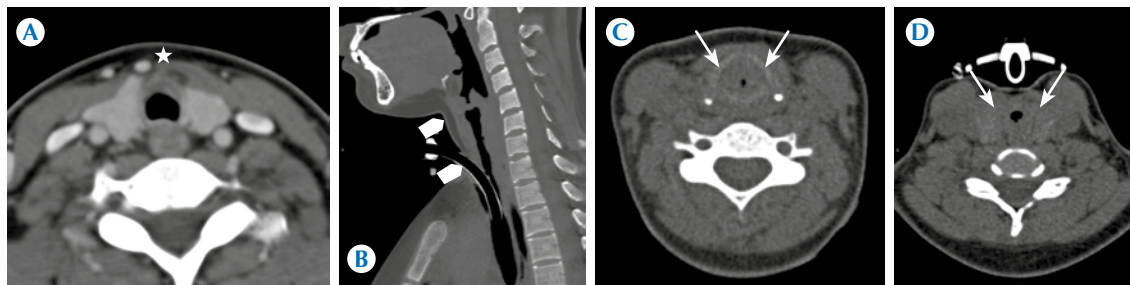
Granulomatosis con poliangiitis y afección de la laringe. A) Tomografía axial contrastada, proyección axial: engrosamiento focal de los cuadrantes anteriores del espacio visceral en la región infraglótica (estrella). B) Engrosamiento difuso del espacio supraglótico y glótico (cabezas de flecha). C) Tomografía axial contrastada, proyección axial: compromiso concéntrico del espacio infraglótico (flechas) con disminución de la amplitud de la vía aérea. D) Tomografía axial contrastada, proyección axial: compromiso concéntrico del espacio infraglótico, poscricicoideo, sin afección del espacio retrofaríngeo (flechas).
